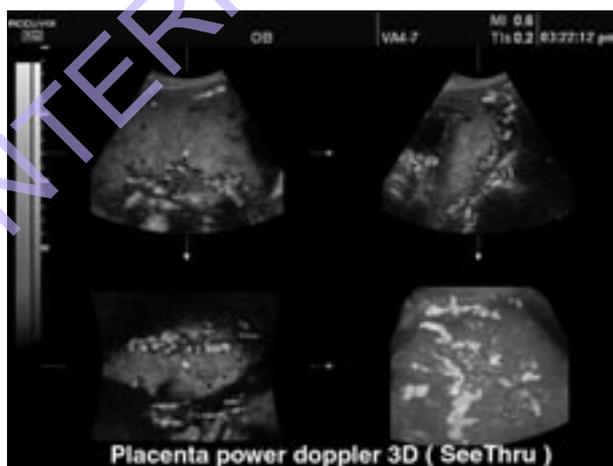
Architettura vascolare della placenta analizzata al Power-Doppler 3D.
